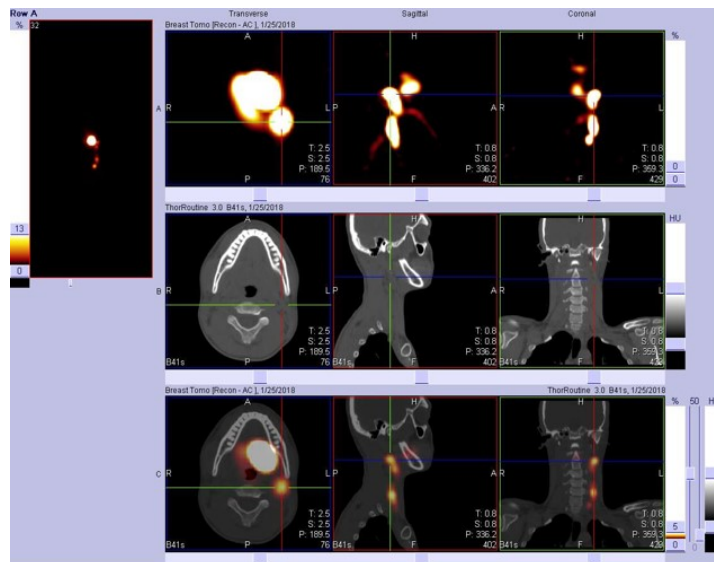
Изображение ОФЭКТ-КТ сигнальных лимфатических узлов шеи: односторонний вариант лимфотока
